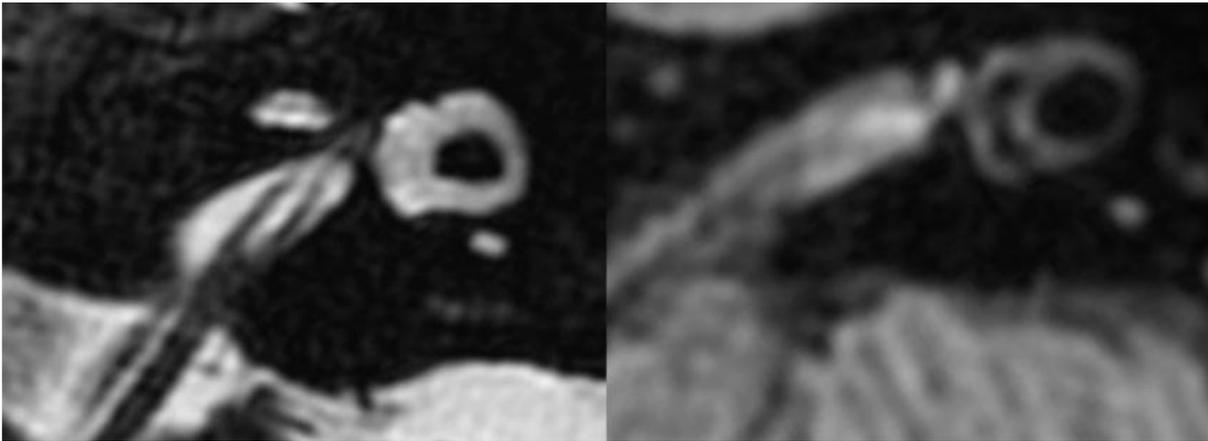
IRM axiale du conduit auditif interne, a droite 3T, a gauche 1.5T
